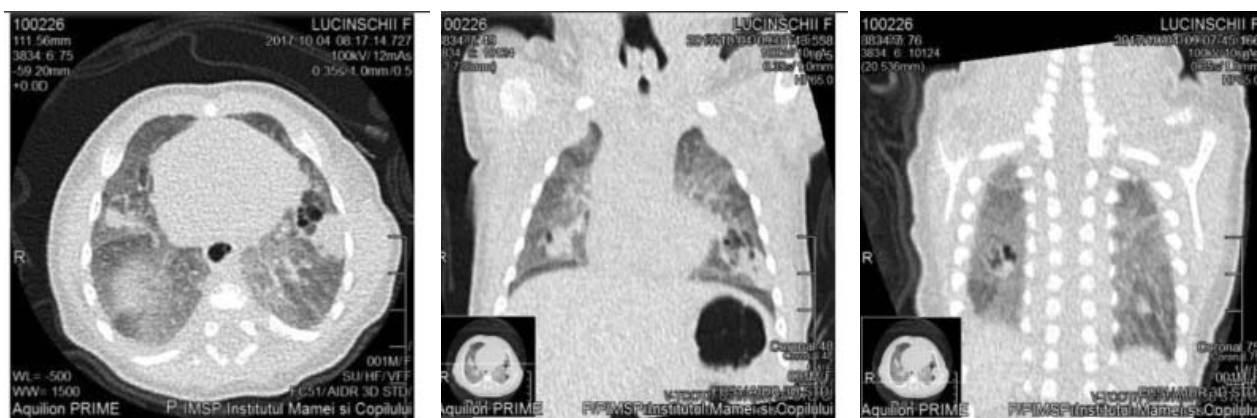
Tomografia computerizată 04.10.17 (2 luni) a cutiei toracice și mediastinului MPR.
